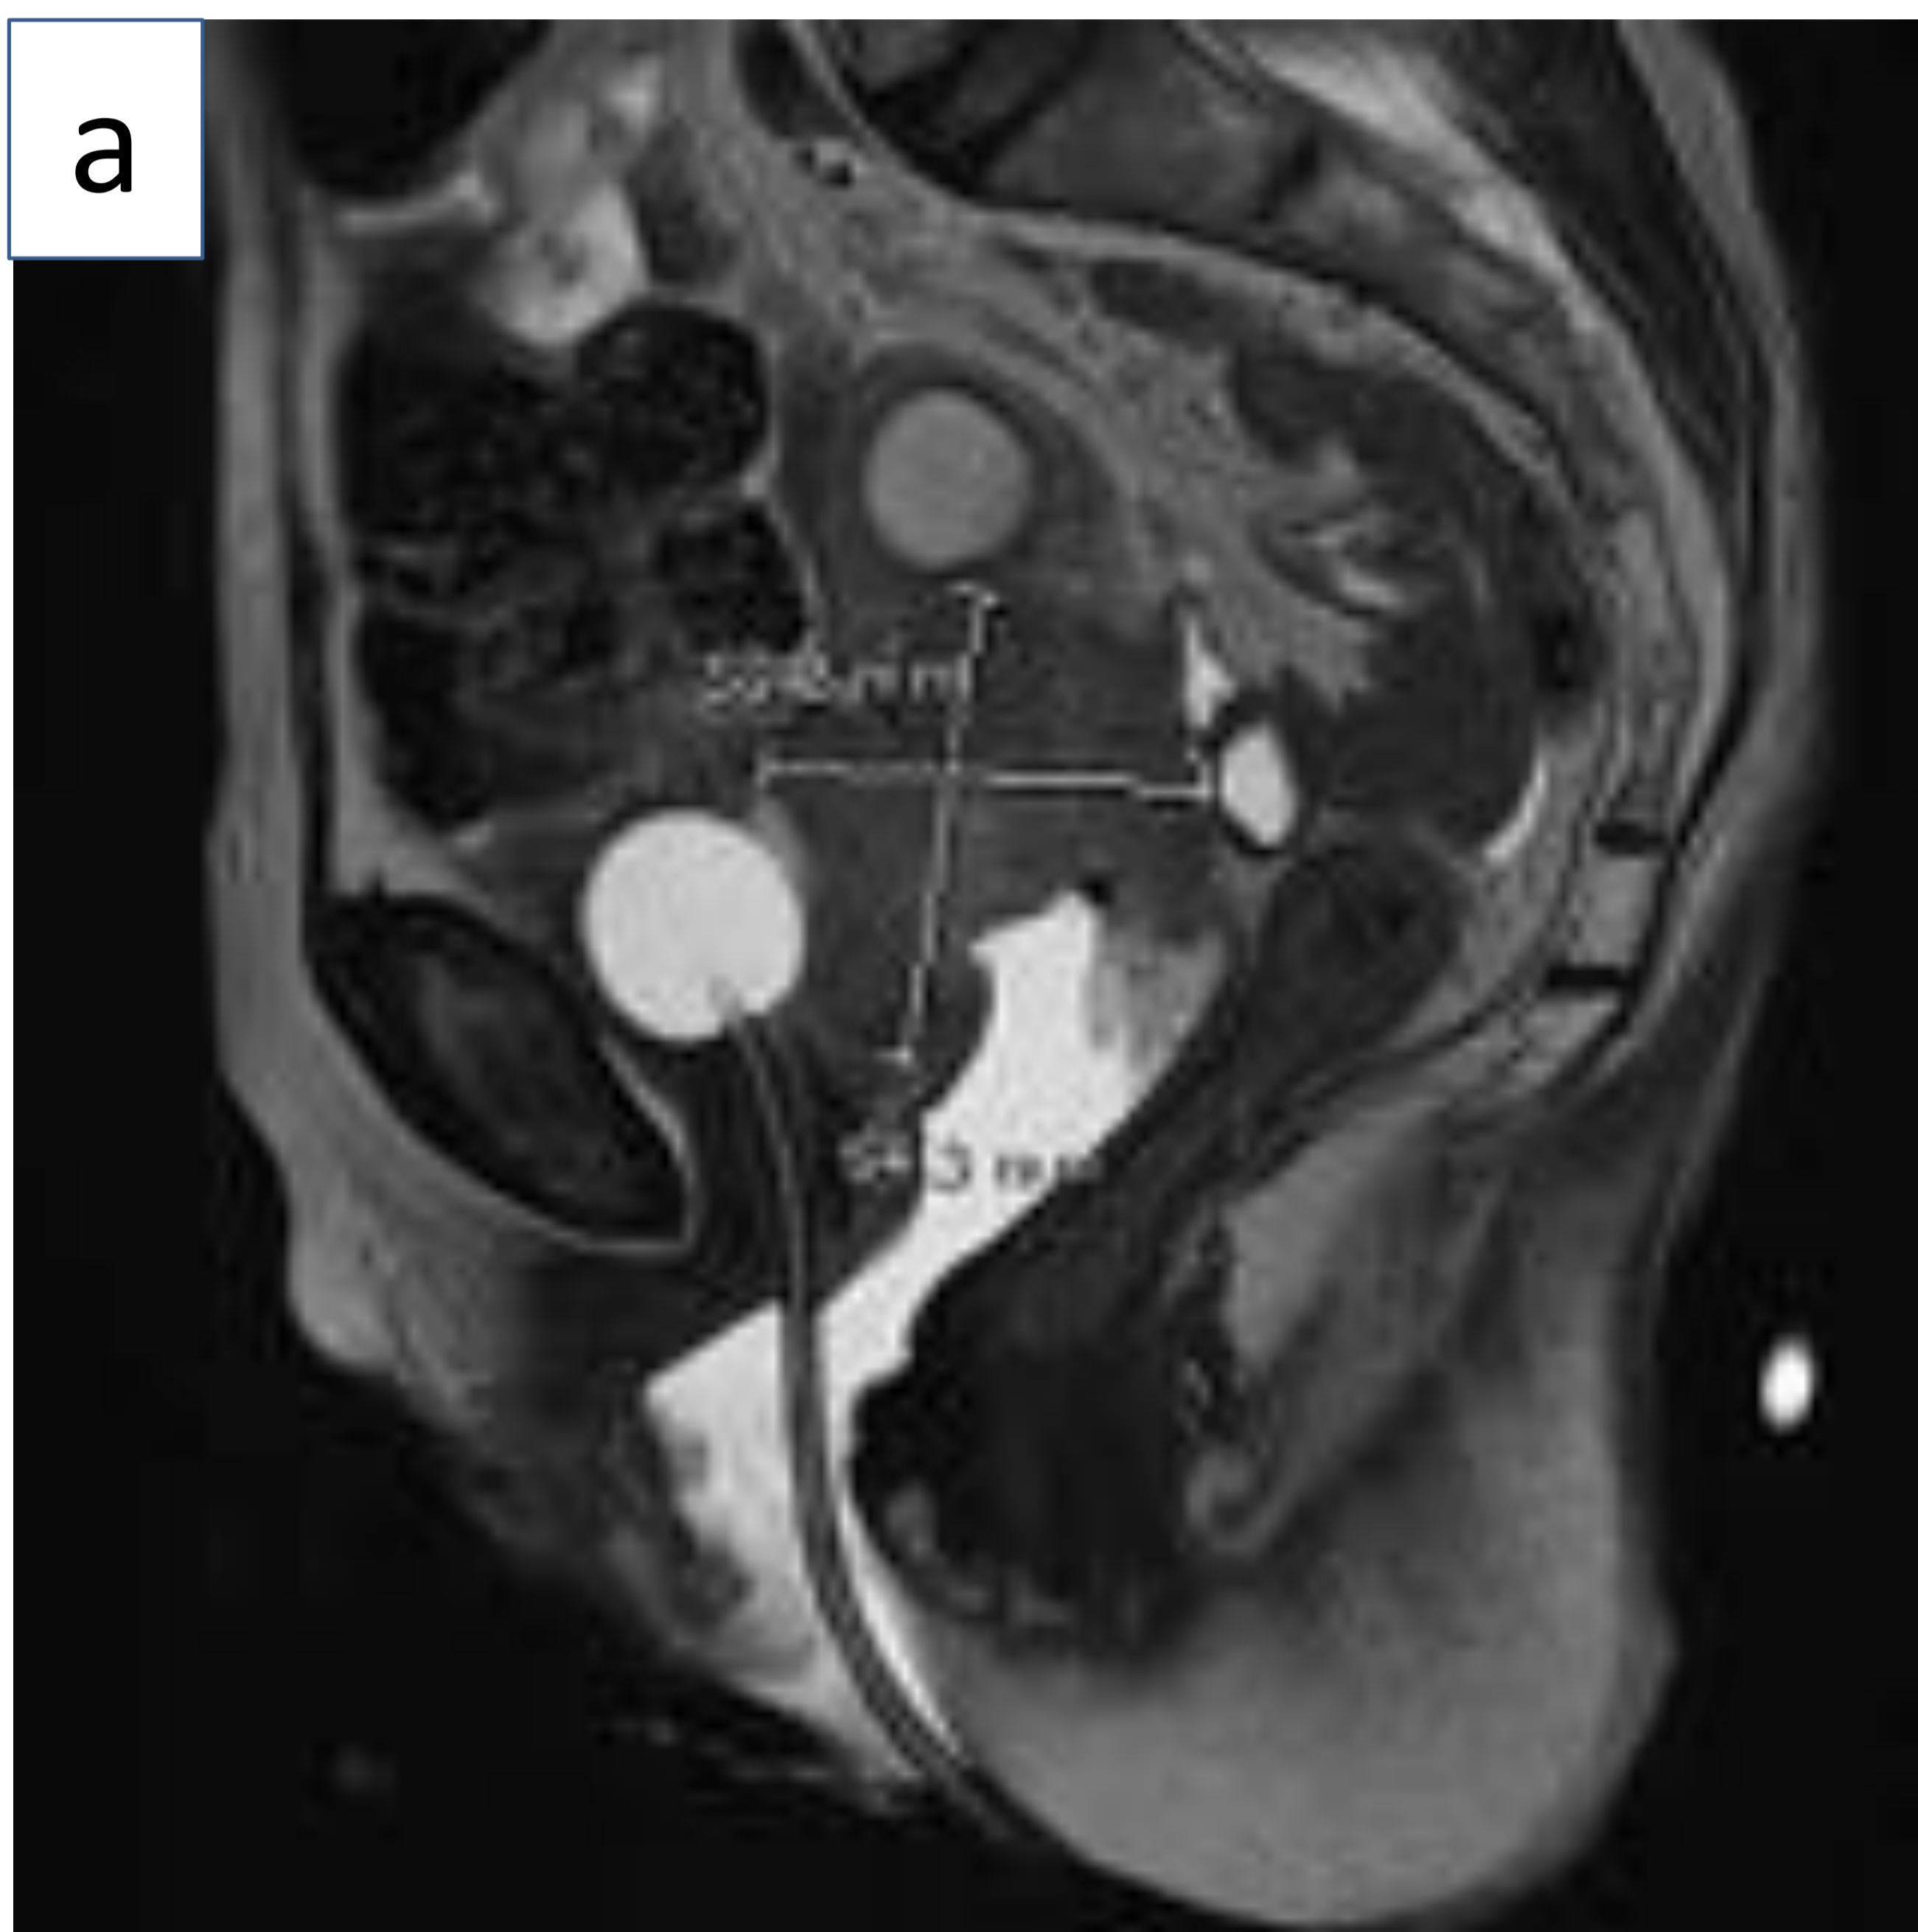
Imágenes de RM de cáncer de cérvix estadio IVA(a y b) Cortes sagitales, ambos en secuencia T2. Gran masa cervical de 54mm de diámetro mayor que presenta crecimiento exofítico anterior e infiltra la pared posterior de la vejiga. (c) Corte coronal y (d) corte axial de la misma paciente, ambas imágenes en secuencia T2, observándose infiltración vesical. (Servicio de Radiodiagnóstico del Hospital Universitario de Basurto)
